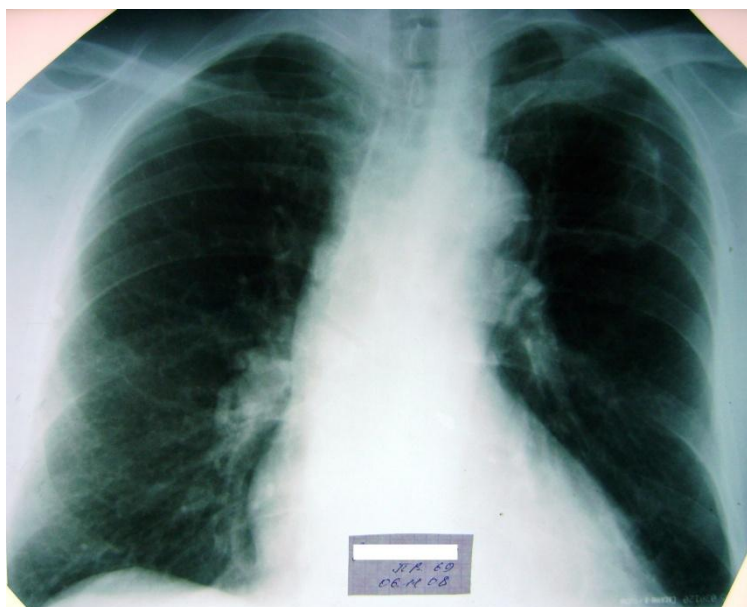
Обзорная рентгенограмма больного С. при выявлении. В S1-2, S6 левого легкого определяется полость распада до 7,0 см в диаметре. В остальных отделах легких очагово-инфильтративных изменений не определяется.
